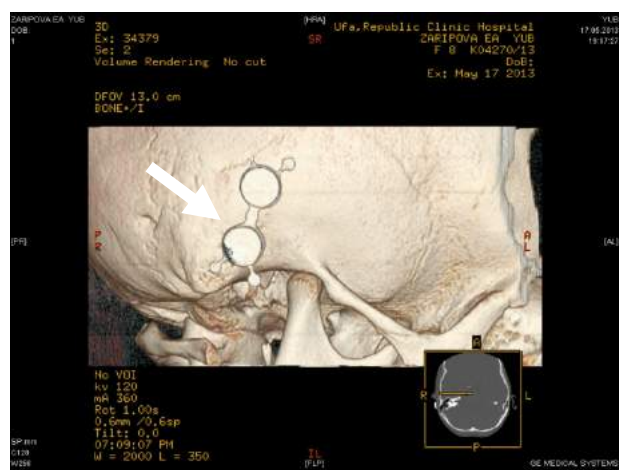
Компьютерная томография с рентгенконтрастным шаблоном (стрелкой отмечен рентгенконтрастный шаблон).
